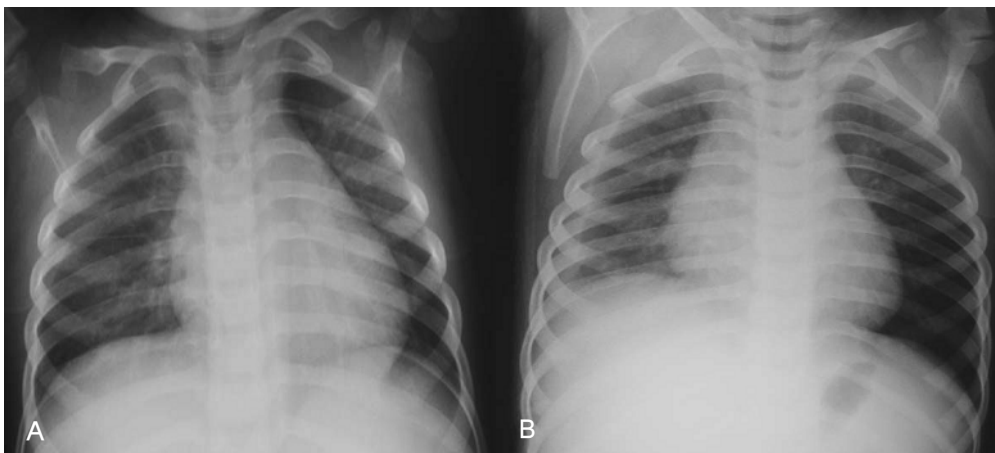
A) Chest radiograph shows perihilar peribronchovascular infiltration on both lung field. B) Chest radiograph with right side down decubitus shows fluid shifting on right hemithorax.
